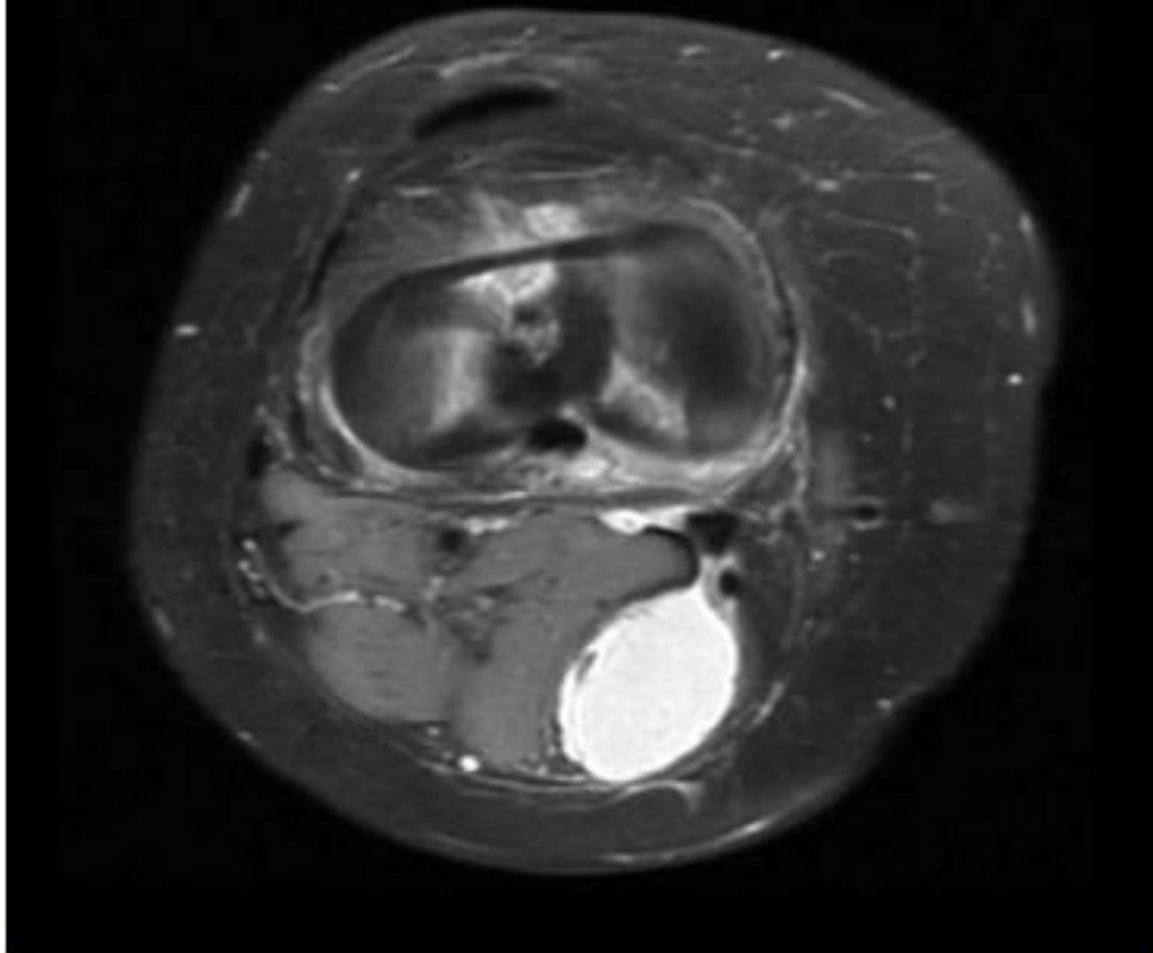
Mise en évidence d'un kyste poplité sur l'IRM
